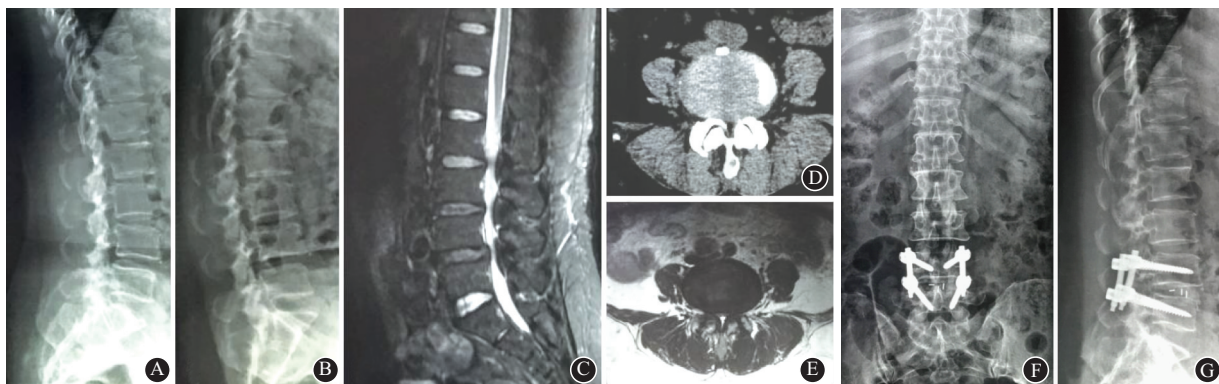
女,54岁,主诉为间断下腰痛及右侧腿痛3年,加重伴双下肢间歇性跛行3月,诊断为腰椎管狭窄合并腰椎不稳;采用改良 TLIF 联合对侧 Wiltse 入路潜行减压术的影像学检查:A、B 为术前腰椎动力位片,见 L4/5 不稳;C 为腰椎 MRI 矢状位 T2 像;D 为 CT 轴位 L4/5 节段;E 为 MRI 轴位 L4/5 节段;F、G 为术后正侧位片,右侧改良 TLIF+左侧 Wiltse 入路椎板开窗,见椎体复位良好
